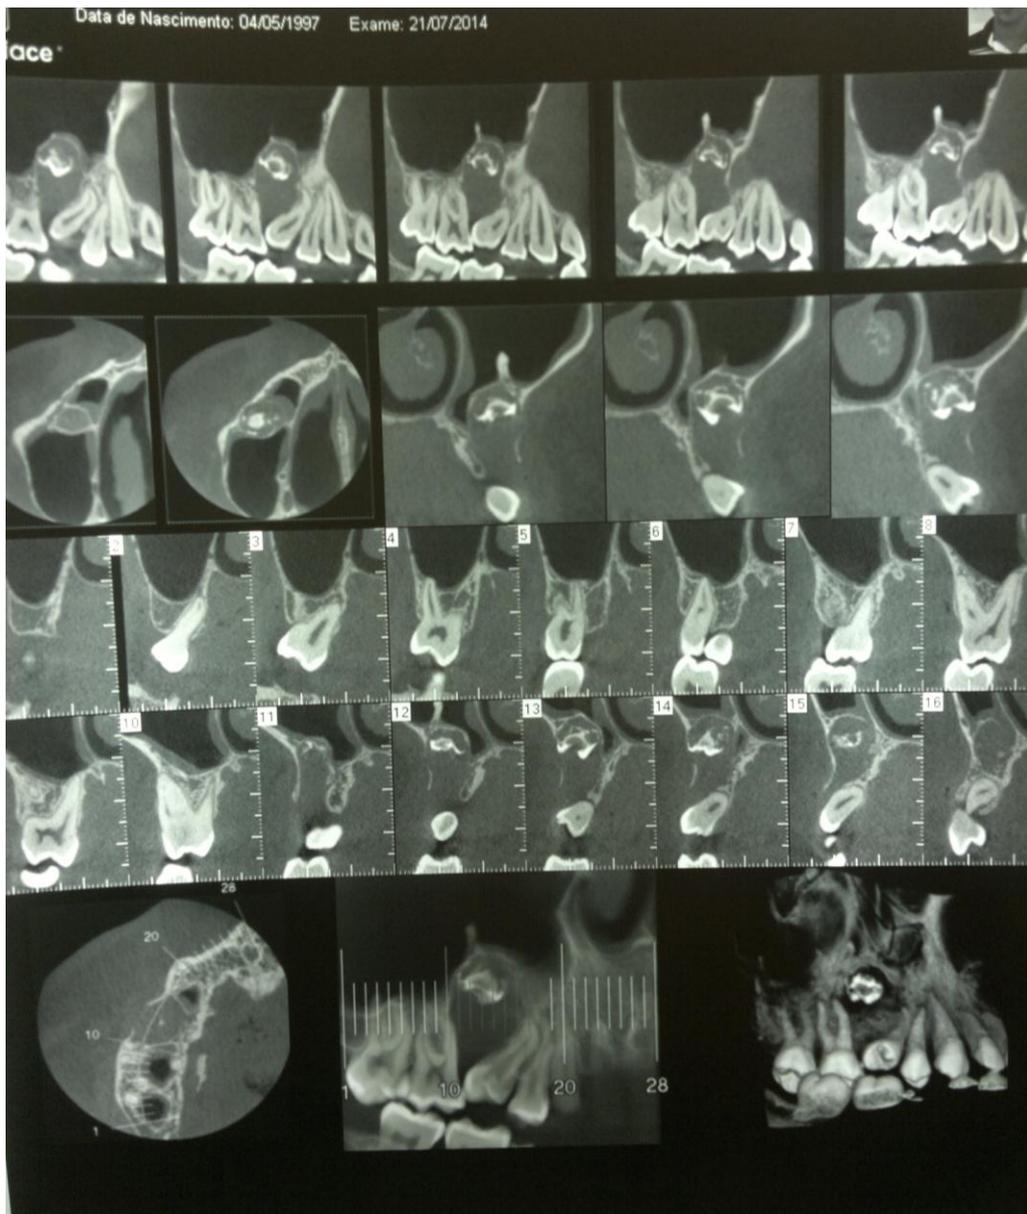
Tomografia Computadorizada
